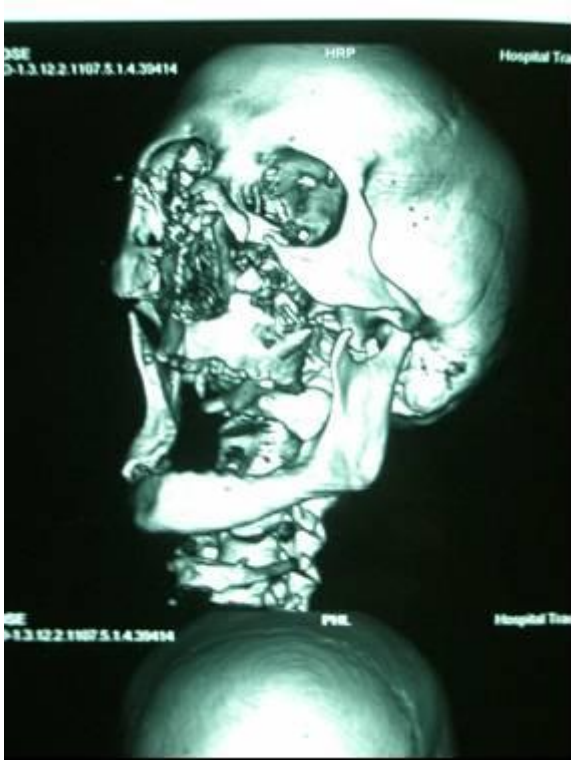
TAC trauma craneofacial. Hosp Trauma IMSS CMF Ibarra.
